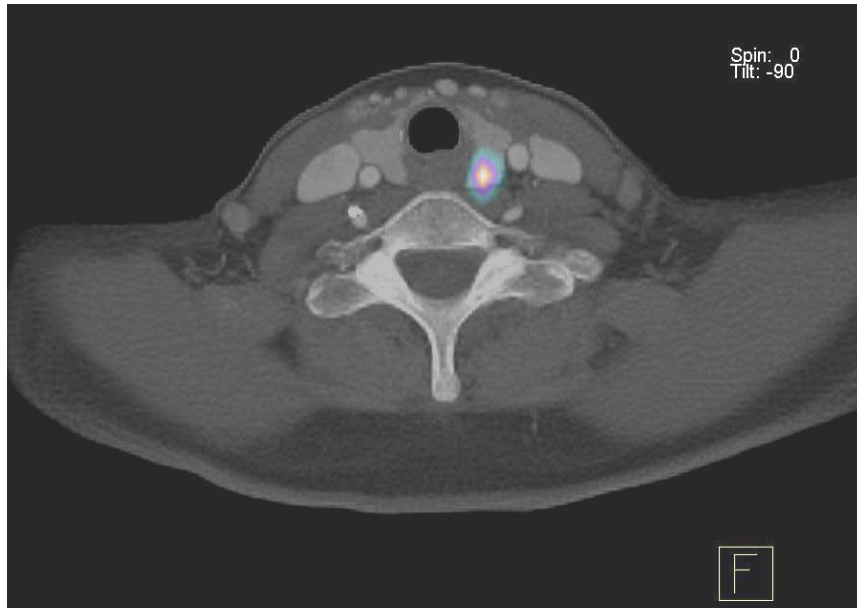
Imagen de fusión SPECT-TC con ^{99m}Tc -sestamibi que muestra claramente la localización de un adenoma de paratiroides izquierdo. Imagen cedida por el Servicio de Medicina Nuclear del H.U. Germans Trias i Pujol.
